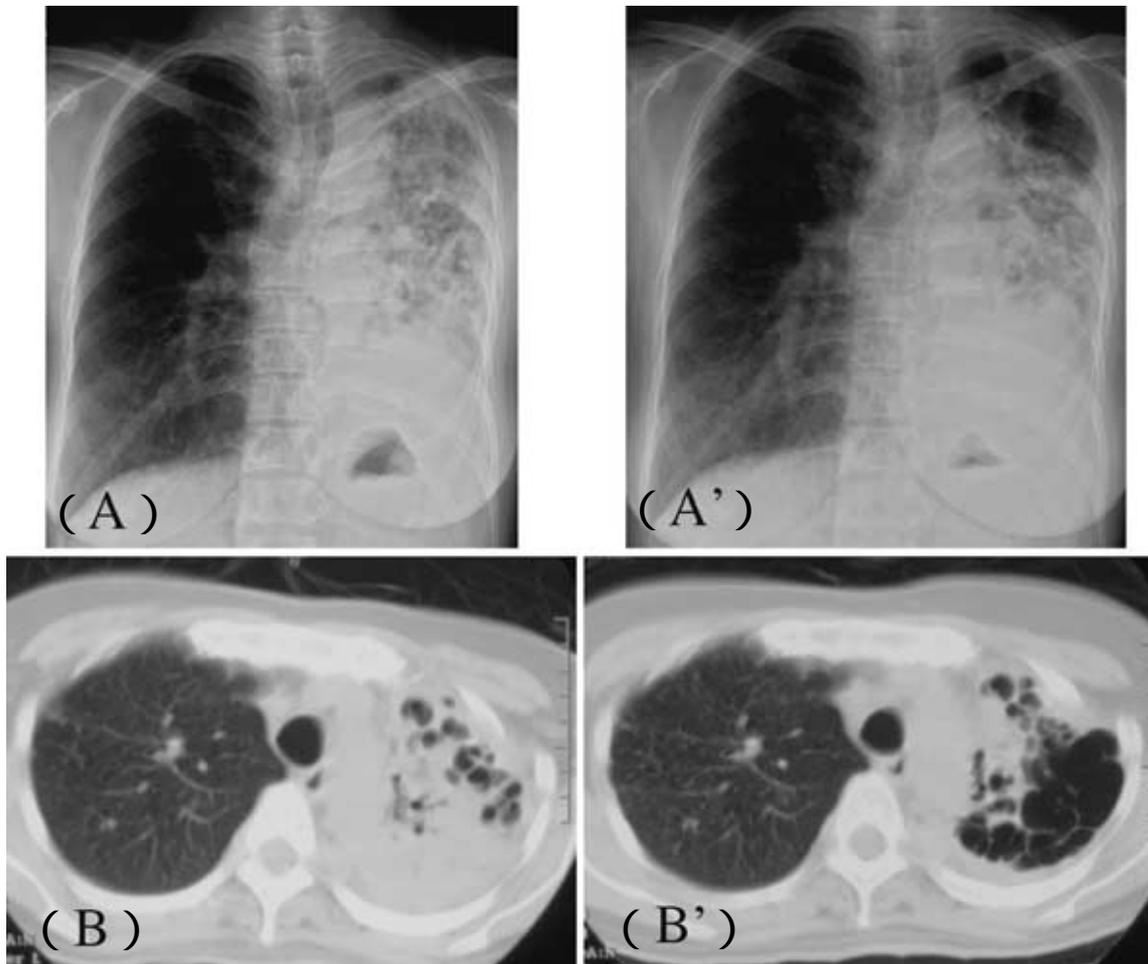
( A ʘ B )Chest radiograph and chest CT ( before inhalation therapy ) showing bronchiectatic change and large consolidation on whole left lung.( A ' ʘ B ' )After inhalation therapy, the consolidation on apex of left lung was improved.
